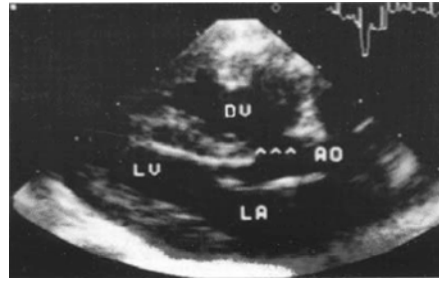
2D echocardiogram, parasternal long axis, aorta is anteriorly from RV, parallel flow of two great vessels.
